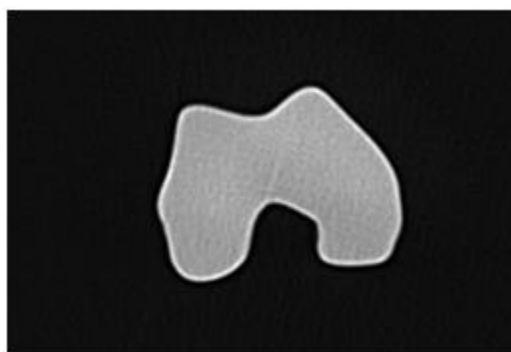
Image CT-Scan d'un fémur distal
